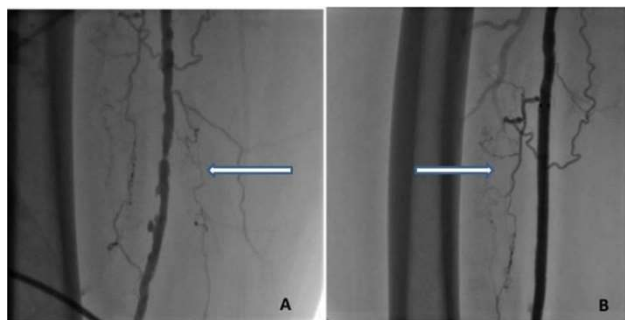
(A) Superficial femoral artery stenotic lesion prior to intervention, (B) Computed tomography angiography view of pseudoaneurysm after atherectomy
